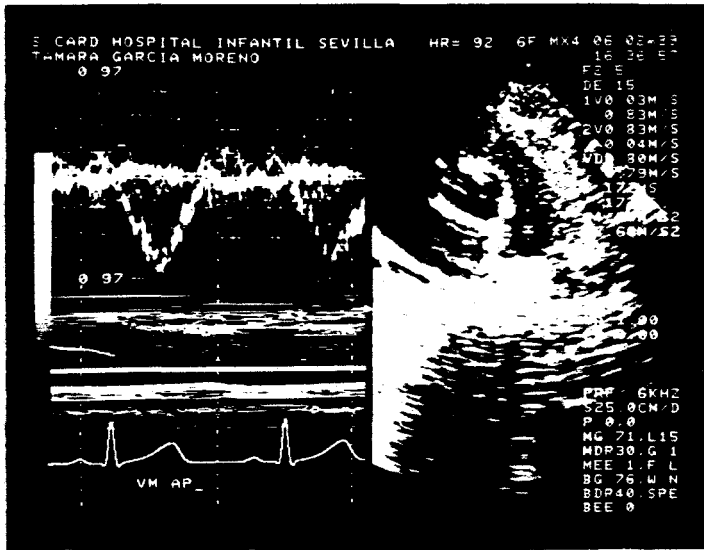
Imagen del flujo en la AP obtenido mediante doppler pulsado.
